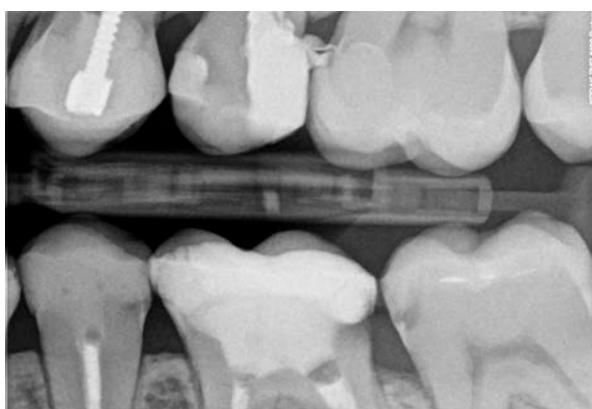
Снимок выполненный в технике «bitewings»
